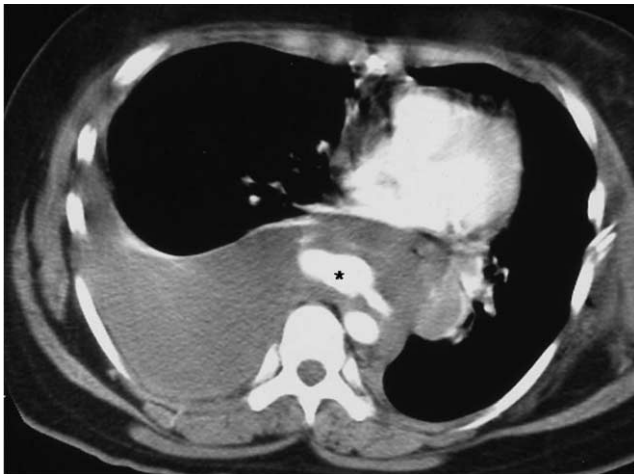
Traumatic Aortic rupture with contrast extravasation. A 47-year-old woman who fell down to suicide died soon after CT scanning. Axial CT image shows a large amount of extravasated contrast material (*) anterior to the aorta.
